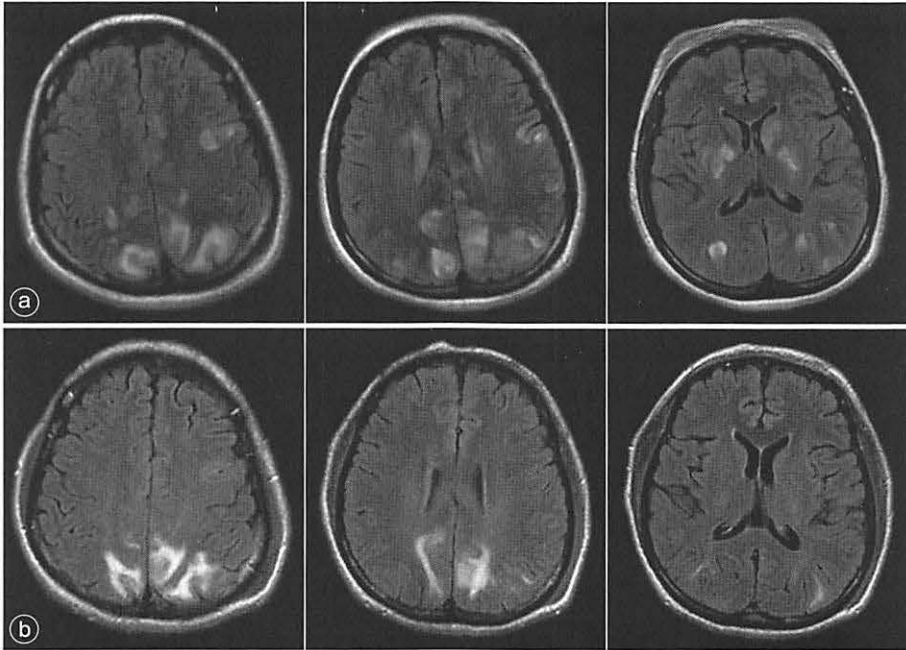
症例13の脳MRI (fluid-attenuated inversion recovery 画像)
